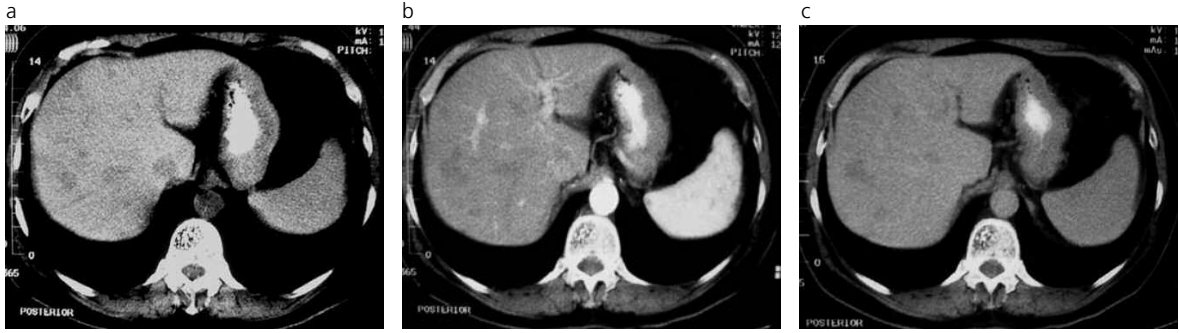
Tomografía trifásica de hígado que confirma lesiones hipodensas focales múltiples.
